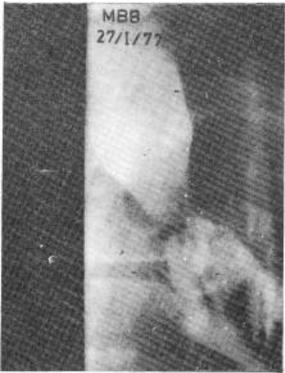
La radiografía sistemática de control al 7º-10º día del postoperatorio evidencia, en este caso, una anastomosis amplia v sin fusas.
